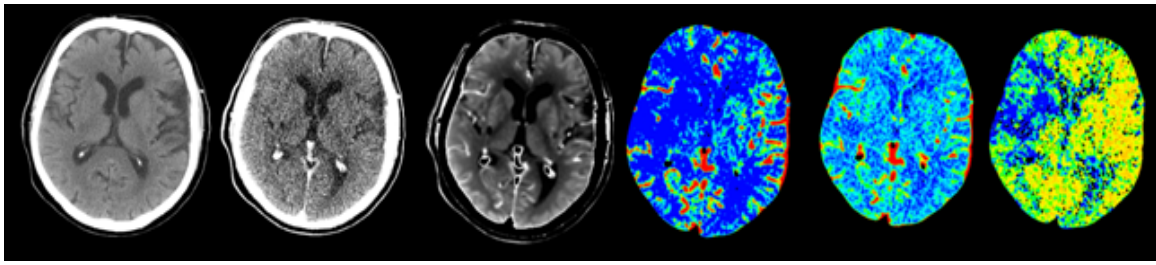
(da sinistra verso destra): TC standard, immagine CTP nativa, immagine media, mappe di CBF, CBV ed MTT.
